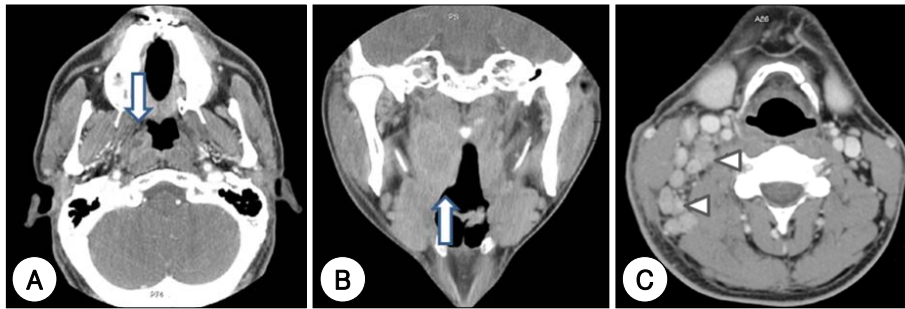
Neck CT with contrast : This shows right nasopharyngeal cancer with right parapharyngeal and oropharyngeal extension (arrow) (A : axial view, B : coronal view). Metastatic lymphadenopathy at right spinal accessory, internal jugular chain and supraclavicular fossa was noted (arrow) (C : axial view).
